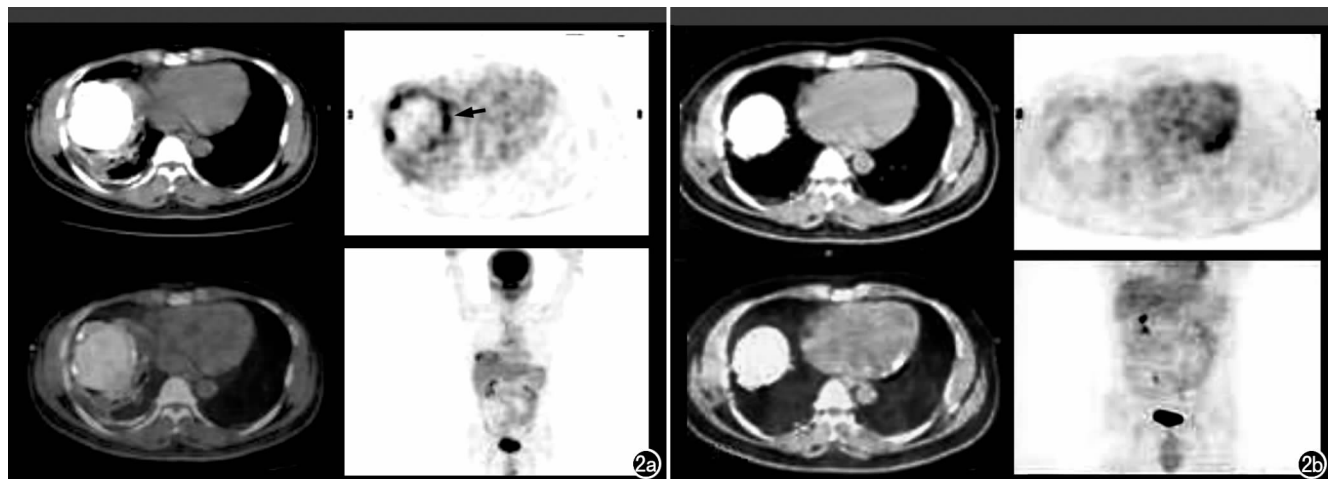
外生型肝癌患者。a) 术前 PET-CT 显示碘油周边肿瘤组织仍有活性(箭); b) 术后 3 个月 PET-CT 显示肿瘤完全被消融。
